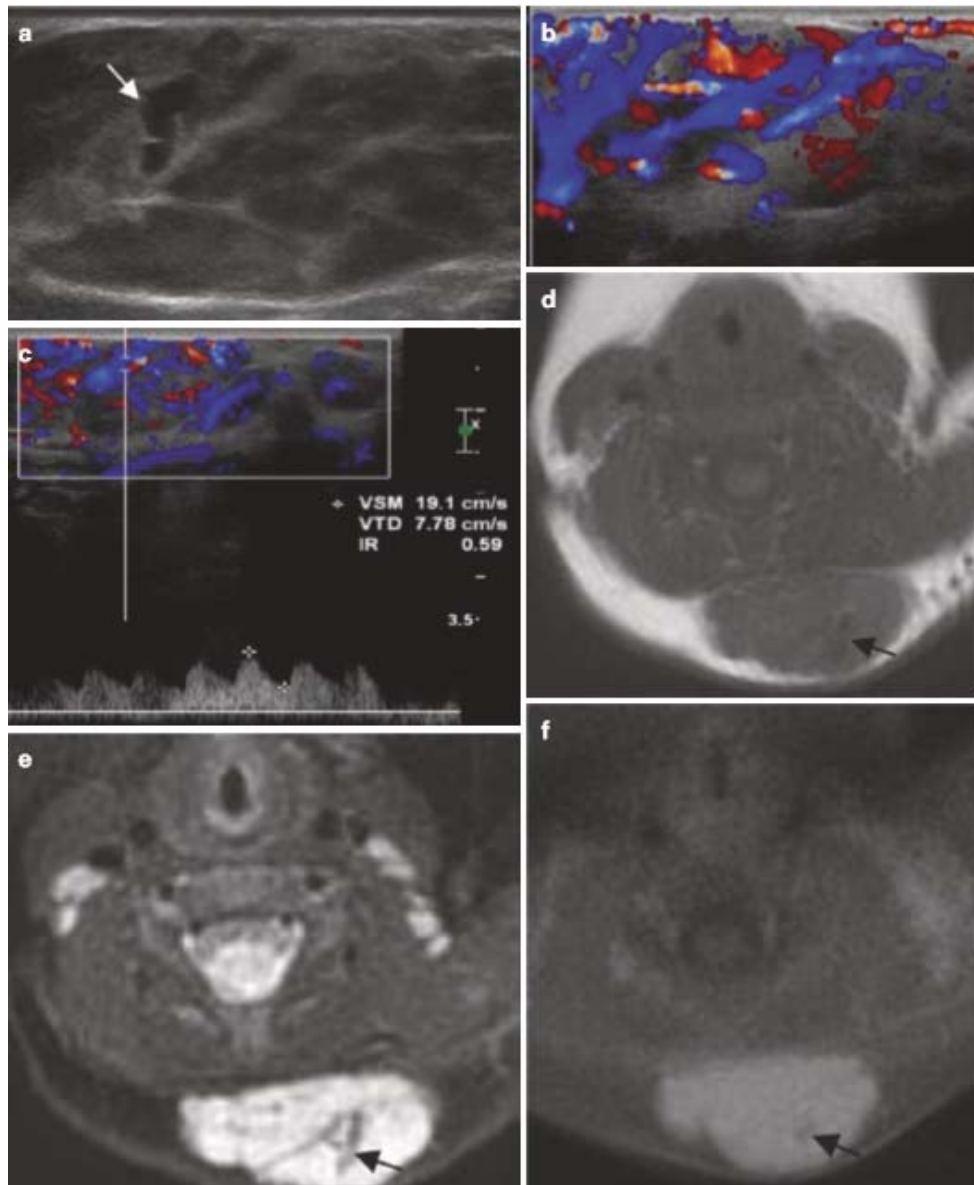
Hémangiome infantile chez un garçon de 9 mois avec une masse sous-cutanée dans son col cervical postérieur. (a) Échographie axiale. (b) Échographie Doppler de couleur axiale. (c) Analyse spectrale obtenue au centre de la tumeur. (d) IRM axiale pondérée en T1. (e) IRM axiale pondérée en T2, avec suppression de la graisse. (f) IRM axiale en pondération T1 après administration de gadolinium avec suppression de la graisse.
